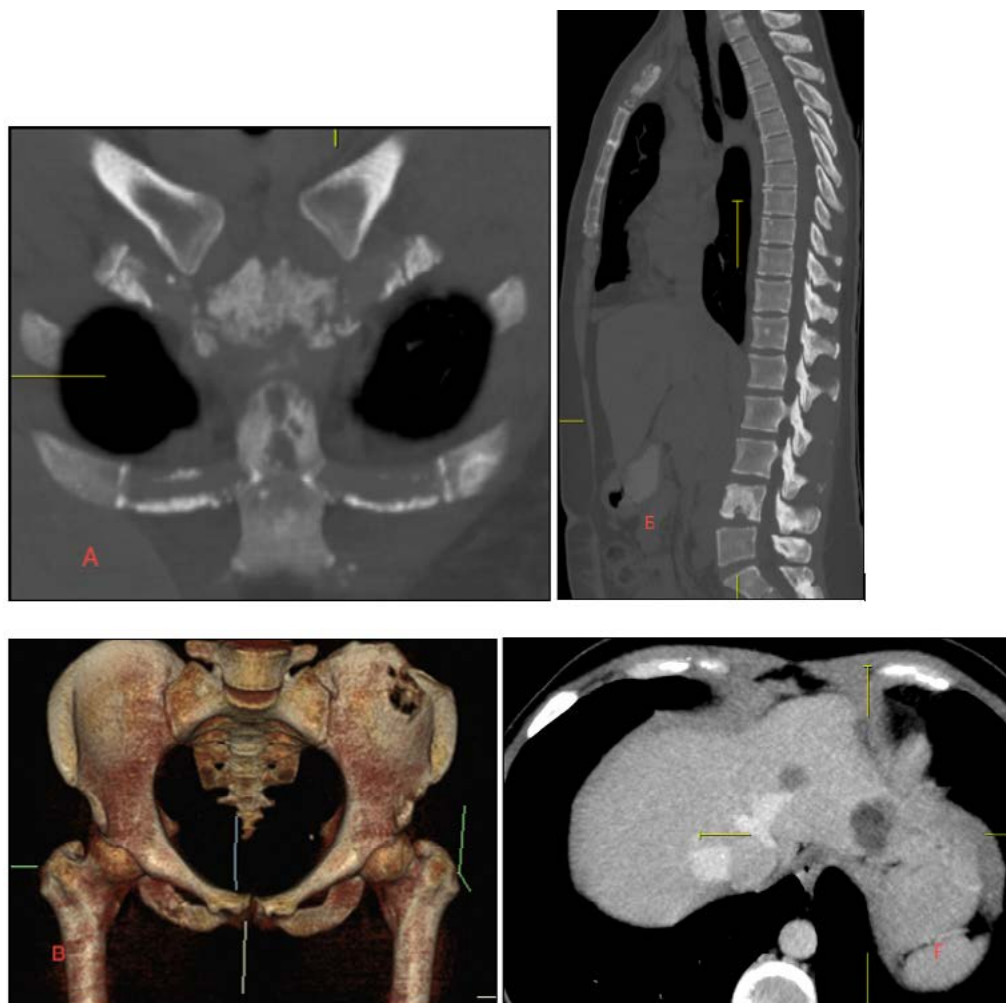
Мультиспиральная компьютерная томография при диссеминированном злокачественном процессе – мультипланарные и объемные реконструкции:
